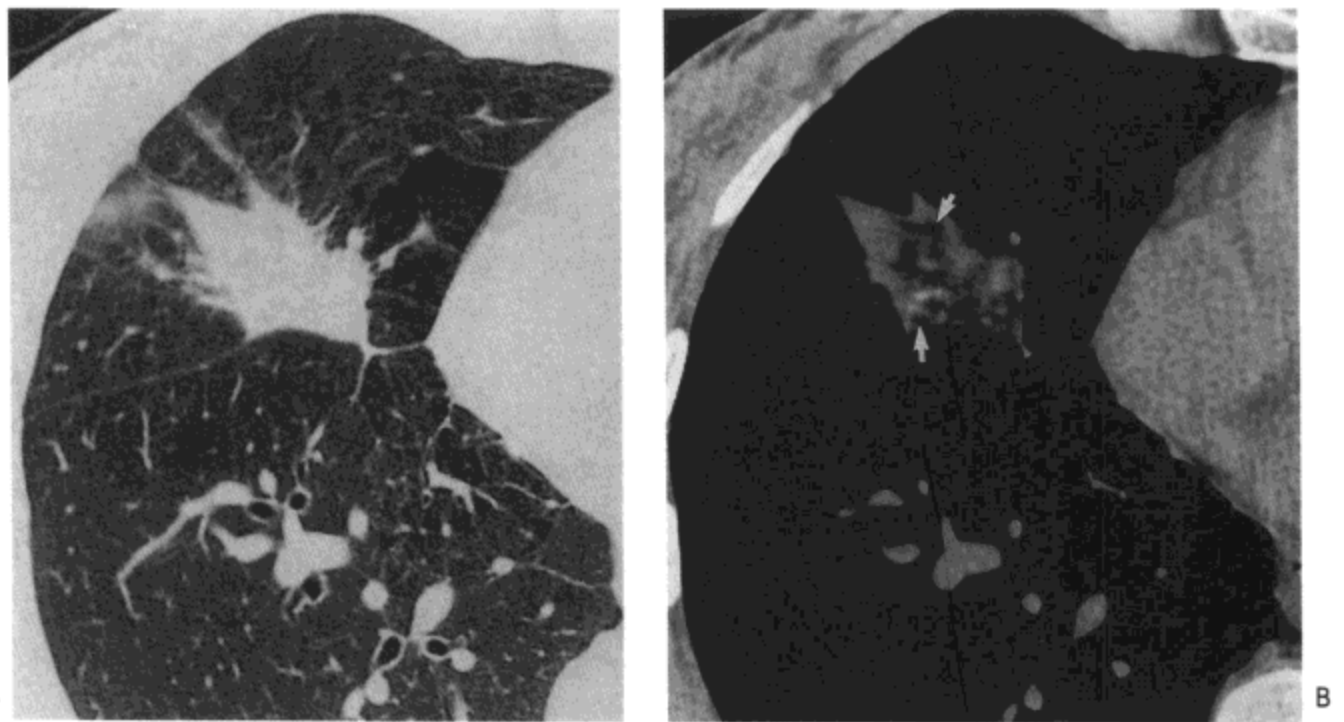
脂肪性肺炎。A: 高分辨率CT影像示右肺中叶肿块样实变区。注意纤维化引起的毛刺状边缘与相邻肺实质的扭曲。B: 软组织窗示脂肪密度区(箭号)。病人女, 48岁。
